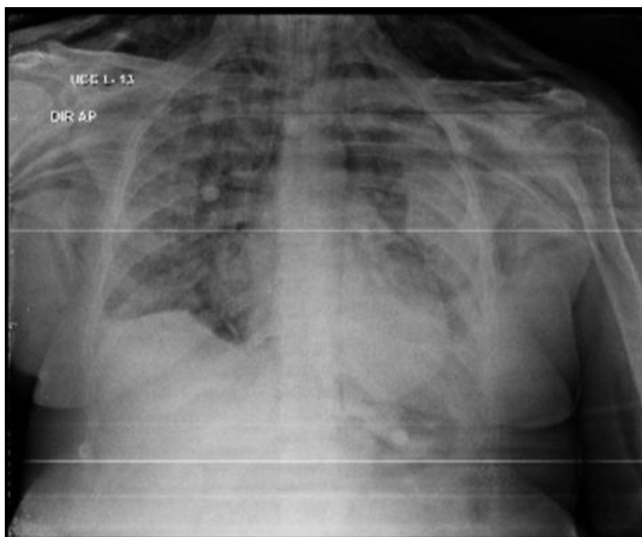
Radiografia de tórax (05/04/21 - 08h47). Achado de enfisema difuso das partes moles cervicotorácicas e pneumomediastino.
